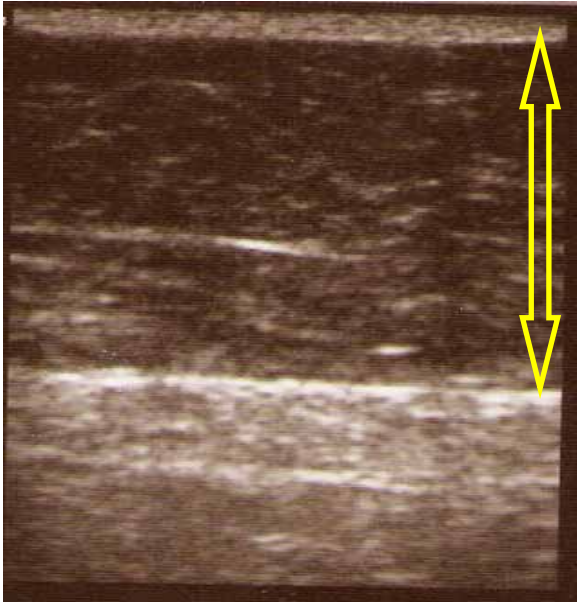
Ecografía grasa abdominal infraumbilical. Antes y post. inmediato
